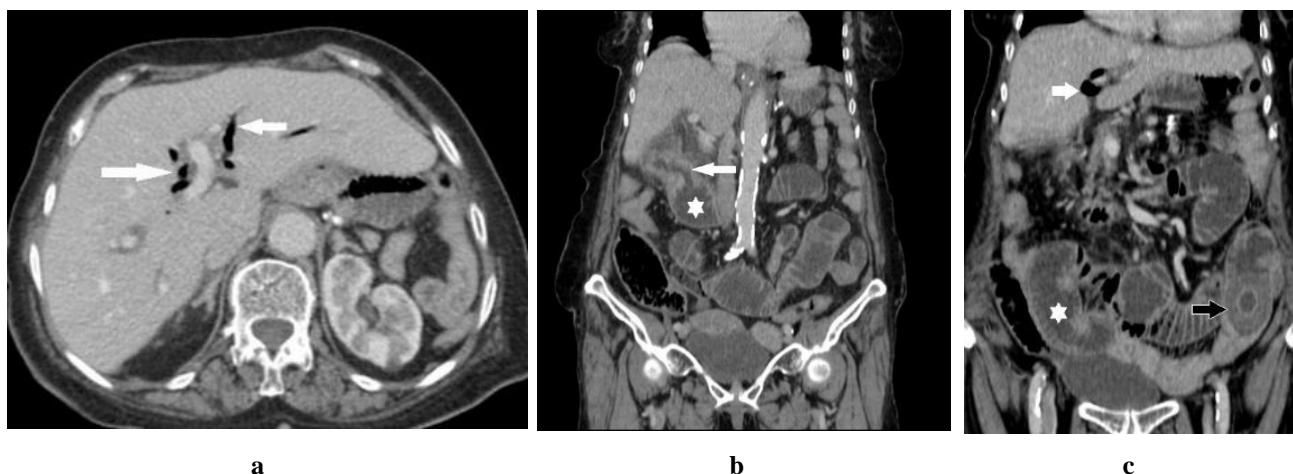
a. Air within the biliary tree (pneumobilia) is shown at the axial section of computed tomography imaging (white arrows). b. A fistula tract (white arrow) is seen between the duodenum (white star) and the gallbladder at the coronal section of computed tomography imaging. c. Air in the biliary tree (white arrow), intestinal dilatation (white star), and stone in the ileojejunal junction (black arrow) are seen at the coronal section of computed tomography imaging.
